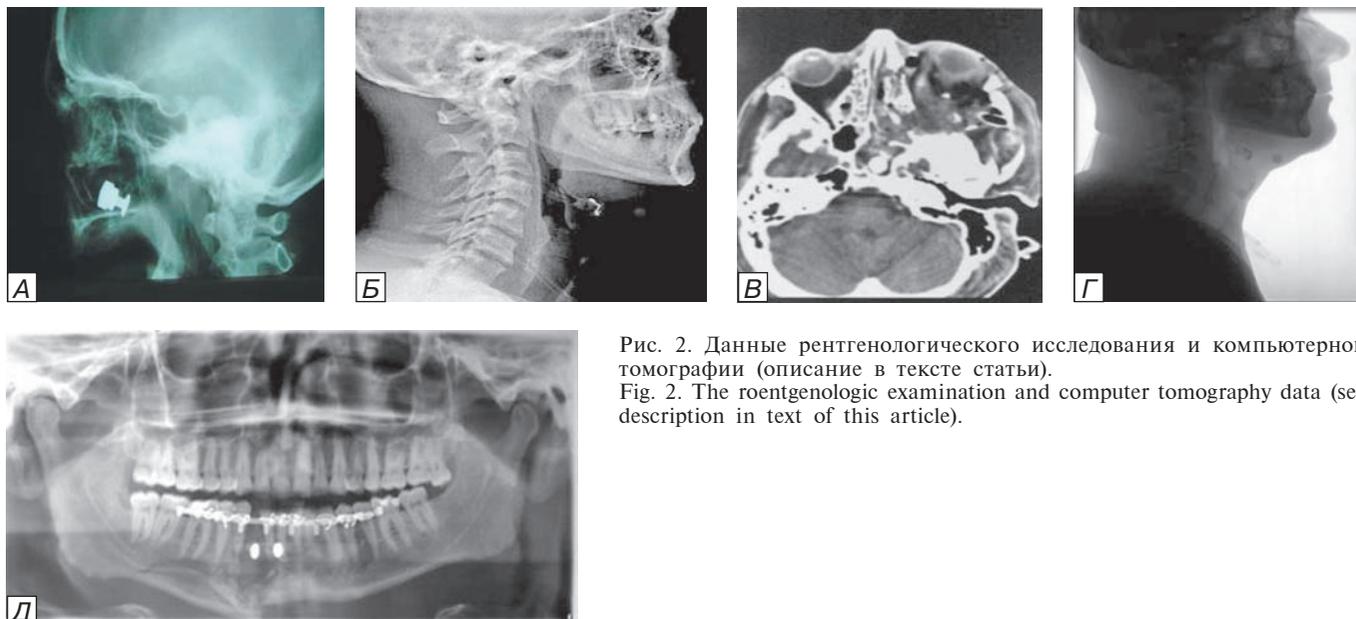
Данные рентгенологического исследования и компьютерной томографии (описание в тексте статьи).
